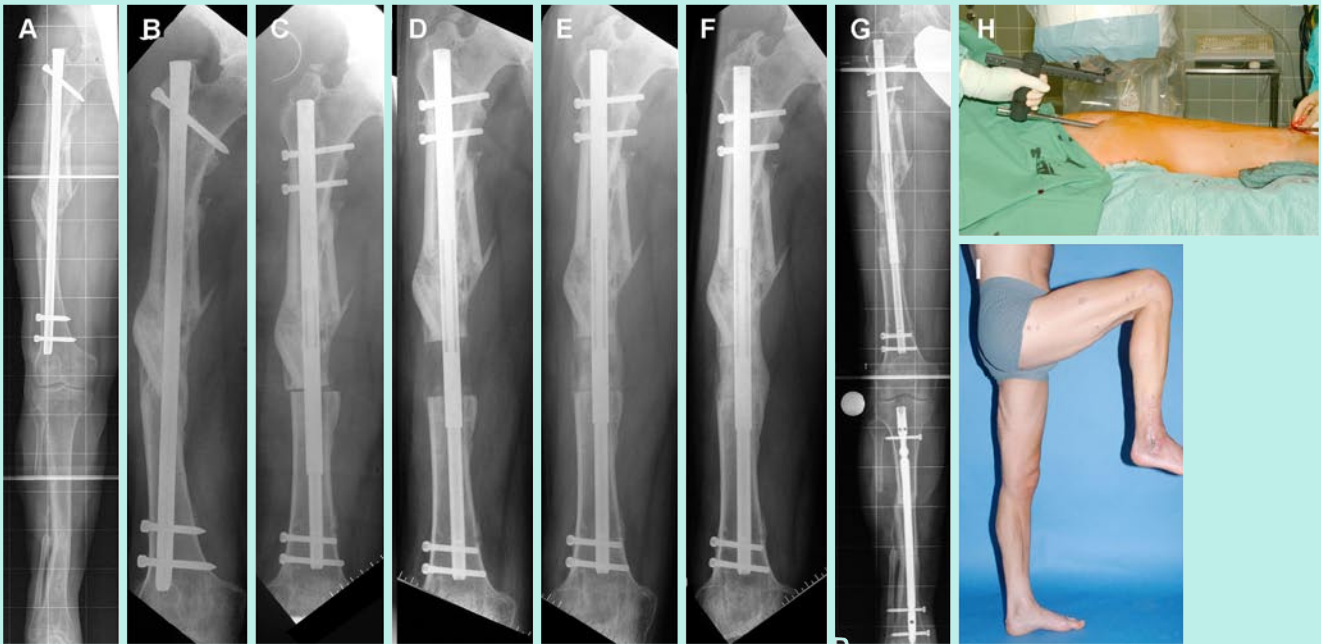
i ▲ Beinverlängerung mit einem ISKD-Verlängerungsnagel. a, b Beinachsen- bzw. Femuraufnahme eines 27-jährigen Patienten mit einer posttraumatischen Beinverkürzung von insgesamt 63 mm. Femurverkürzung von 27 mm mit 41° Außenrotationsfehlstellung und 12° Varusfehlstellung; an der Tibia bei Zustand nach Osteitis und schlechten Weichteilverhältnissen 36 mm Verkürzung mit 45° Innenrotationsfehlstellung. c Implantation eines Femur-ISKD zur Verlängerung des Femur von 40 mm mit simultaner Korrektur der Rotations- und Varusfehlstellung. An der Tibia aufgrund der Weichteilverhältnisse keine simultane Verlängerung, sondern nur Rotationskorrektur über einen unaufgebohrten Marknagel. Eine resultierende Beinlängendifferenz von 23 mm wird planmäßig toleriert und mit einer Schuhsohlenerhöhung ausgeglichen. c Postoperatives Röntgenbild. d Abschluss der Distraction (Distaktionsindex 0,9 mm/Tag). e, f Zunehmende Konsolidierung nach 6 bzw. 9 Monaten. g Beinachsenaufnahme 6 Monate postoperativ demonstriert physiologische Achsenverhältnisse. h, i Minimal-invasive Implantationstechnik des Femur-ISKD. Hervorragende Funktion nach Abschluss der Distraction. Reizlose Weichteilverhältnisse im Bereich der Stichinzisionen
